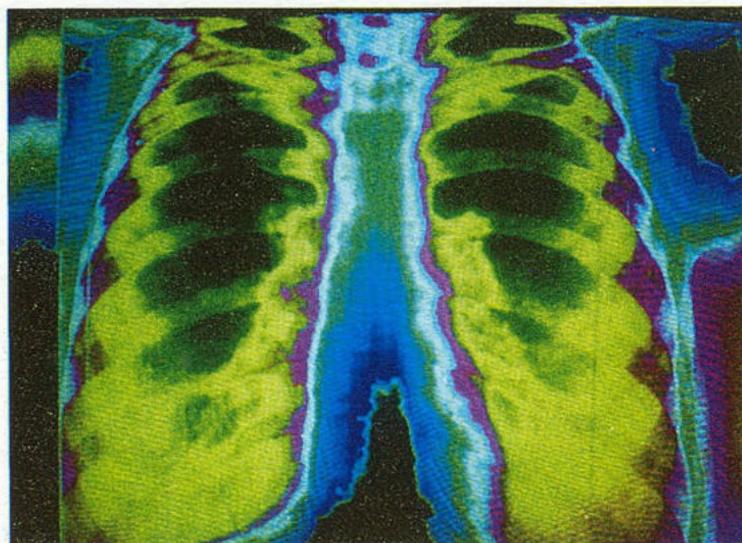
Та же рентгенограмма (цветовое изображение). В проекциях верхушек, верхних и средних легочных полей – черный легочный фон. В нижних легочных полях – желтый легочный фон. Корни – желтые. Верхушечная, медиастинальная, костальная, диафрагмальная плевра бордовая.
